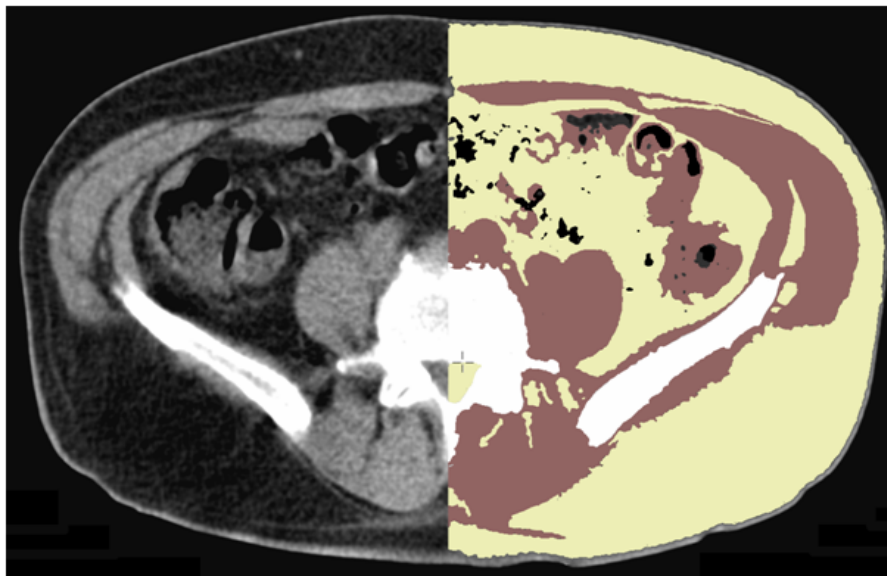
Transversales CT-Schnittbild des Beckens: linke Seite - vor CT-Segmentierung, rechte Seite - nach CT-Segmentierung; Luft = schwarz, Fett = gelb, Muskel = rot, Knochen = weiß (Quelle: Klinik für Nuklearmedizin, Universitätsklinikum Schleswig-Holstein, Campus Kiel)
